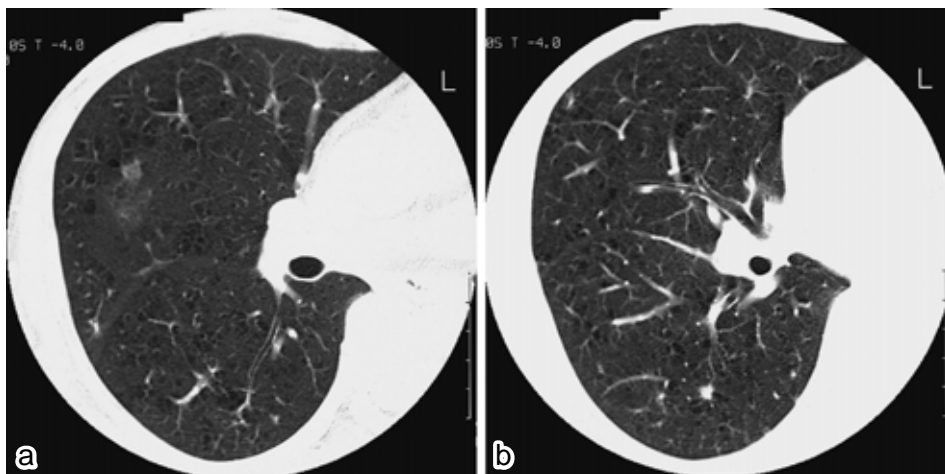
HRCT scan showing nodules and multiple centrilobular thin-walled lung cysts. The cysts of various sizes ( mostly < 5 mm in diameter ) are round, but some are confluent. A ground-glass opacity ( a ) and nodules ( b ) adjoining the cysts are also observed.
